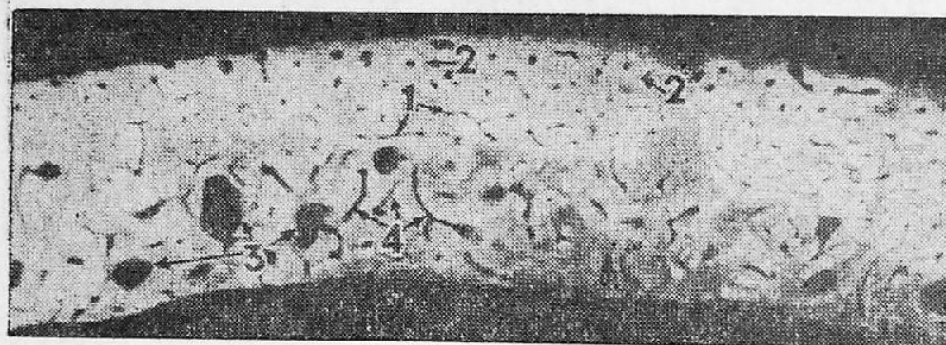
Микрорентгенограмма поперечного шлифа трубчатой кости курицы (по М. И. Мелихову):
